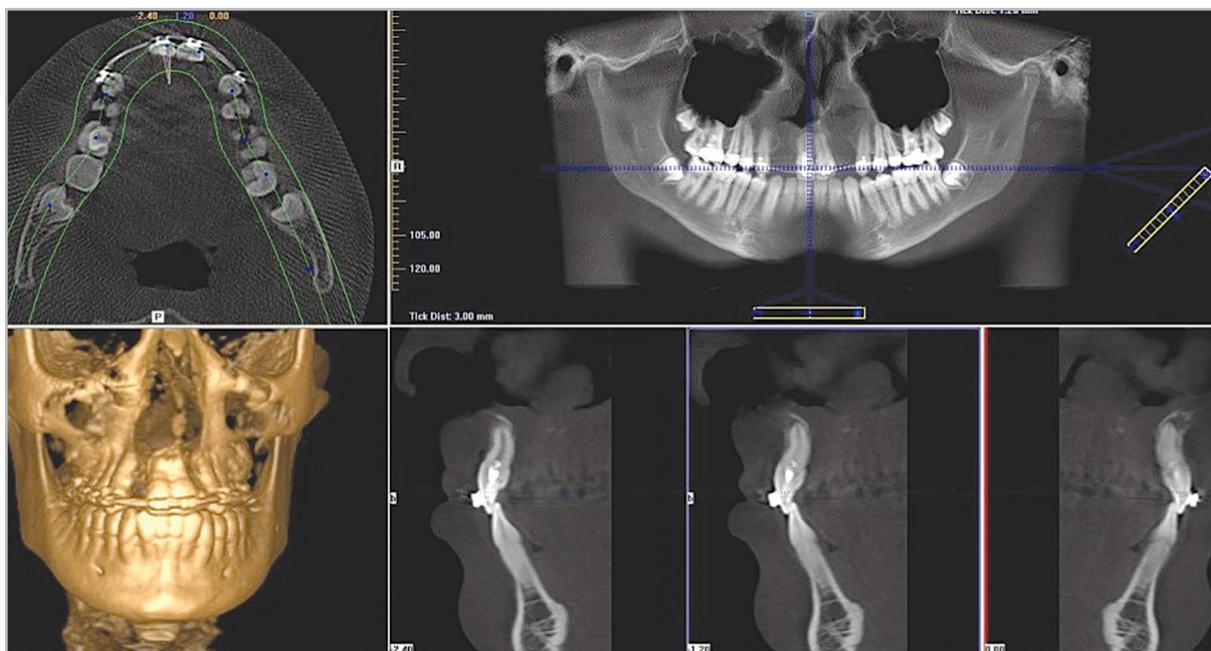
КЛКТ-томограммы. Постпроцессорная обработка полученных изображений в базовом программном обеспечении с построением мультипланарной, 3D- и панорамной реконструкций, а также серии кросс-секций
